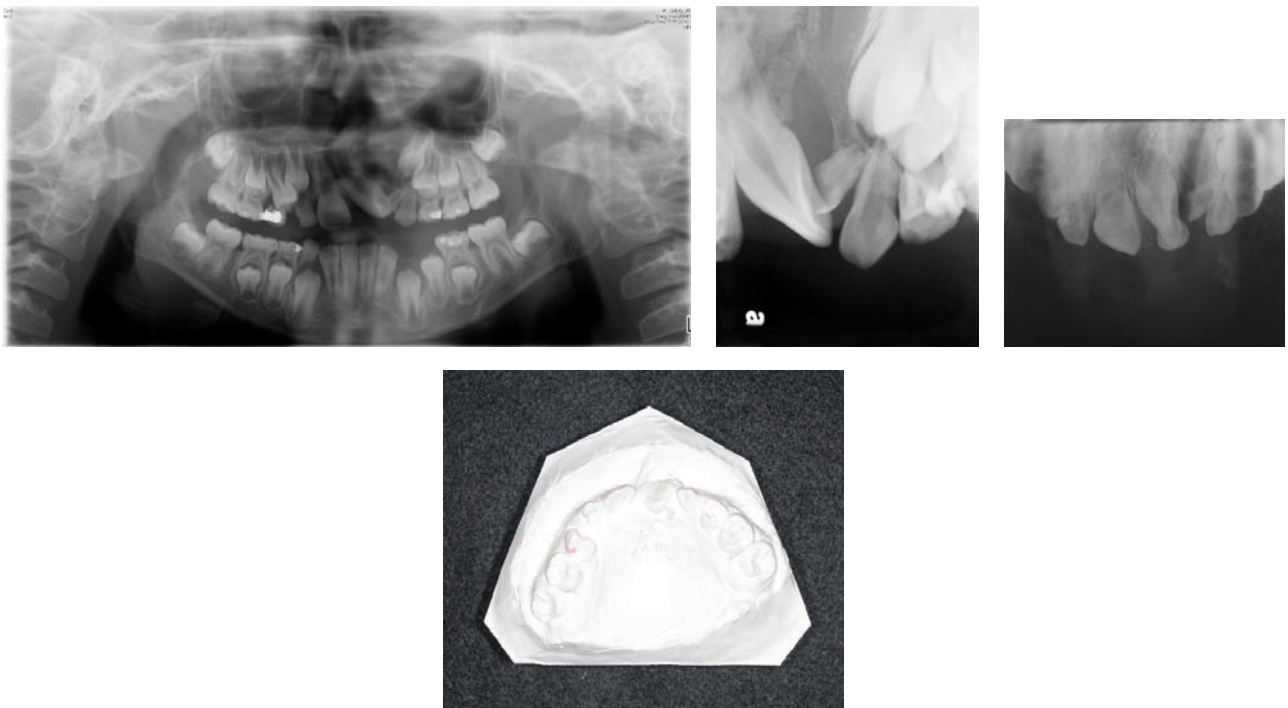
牙齒模型 (dental model)、環口X光片 (panoramic film)、前牙區根尖片 (periapical film) 以及上顎咬合片 (occlusal film)
